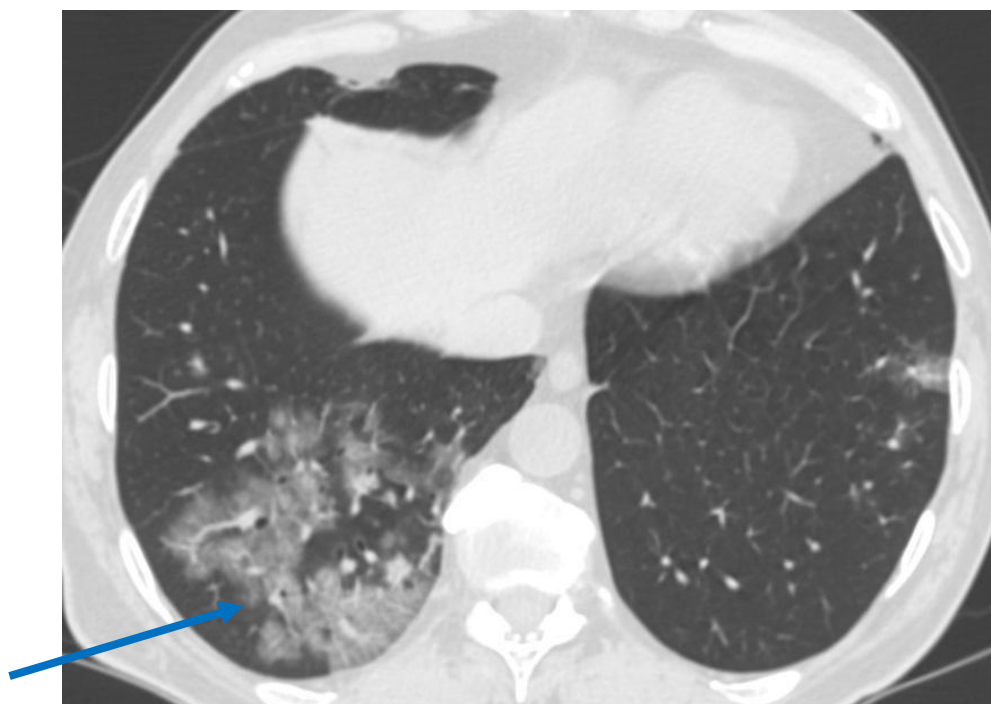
КТ груди, аксиальный срез. Больной П., 62 года.
